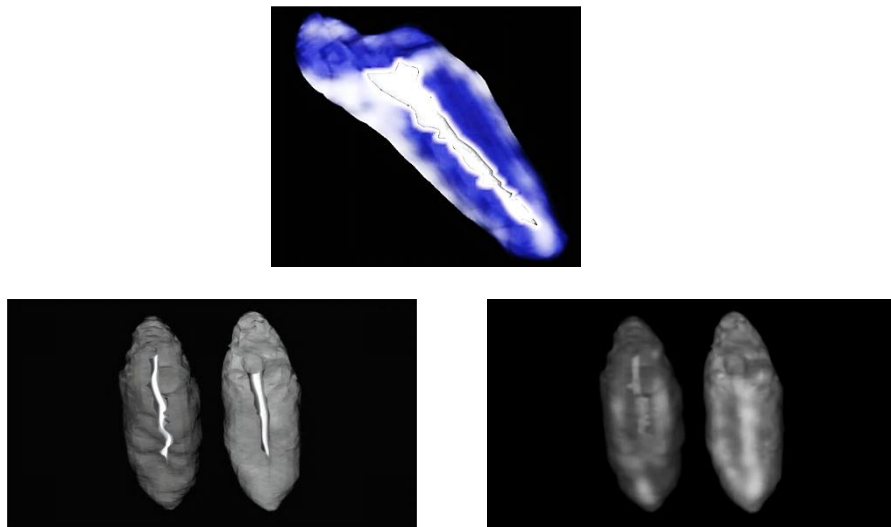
Muestra la tomografía de un una pieza separada individualmente.<sup>43</sup>
